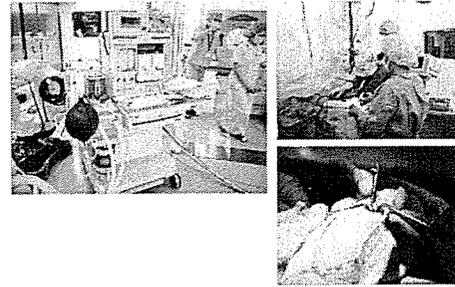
MRI 適合全身麻酔器による全身麻酔と MRI 完全対応顕微鏡を使用して手術が行われた。駆血操作は行わず、チタン性の硬性手術機材を使用し、MRI 対応電気メスで、皮下組織、骨膜組織の処理が行われた。チタン性メスの切離能は、不十分で繰り返し使用は困難であった。骨の開窓操作は MR 非適合高危険物と分類とされた手回しドリルと切り先を、使用時に持ち込みを行い、使用後定められた容器で直ちに持ち出すガイドラインを遵守した運用使用が行われた。
